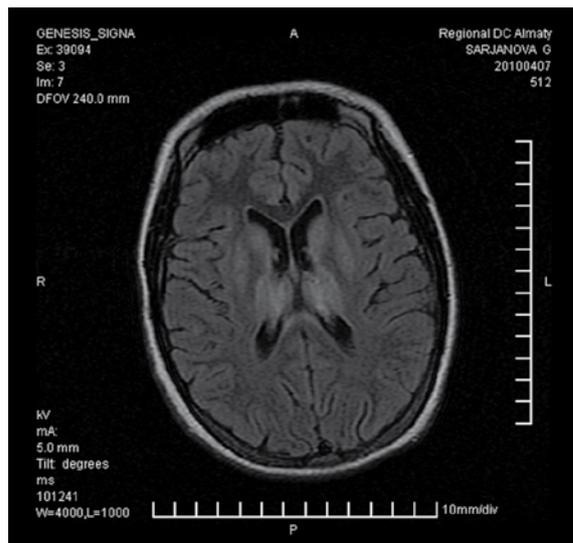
МРТ, девочка 14 лет. Диагноз: МДЭМ, pontийный/экстраpontийный миелинолиз. Клинически грубый гиперкинетический синдром, суицидальные попытки, поведенческие расстройства
